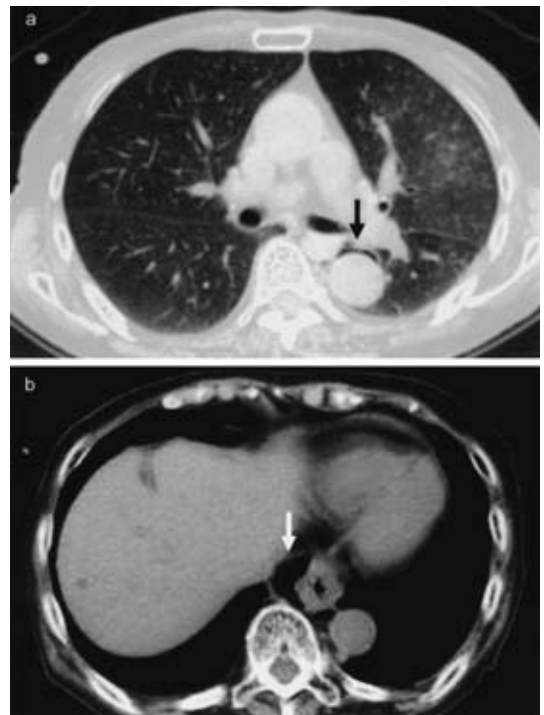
a : Chest CT after esophagoscopy showed some free air around aorta. b : Free air around esophagus increased after esophagoscopy compared with Fig. 1a, b.
